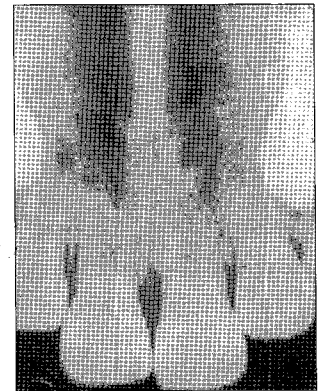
Periapical radiograph after 13 months
